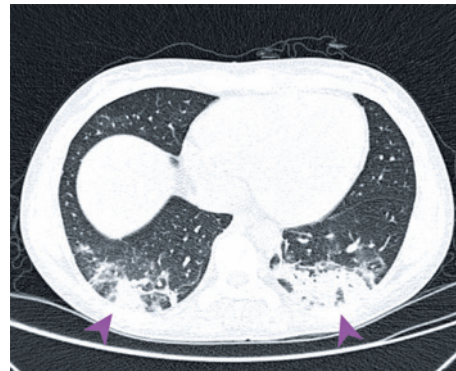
Corte axial da tomografia computadorizada de tórax sem contraste, evidenciando opacidades bilaterais nas bases pulmonares, com predomínio periférico e posterior, suspeitas de acometimento por COVID-19
